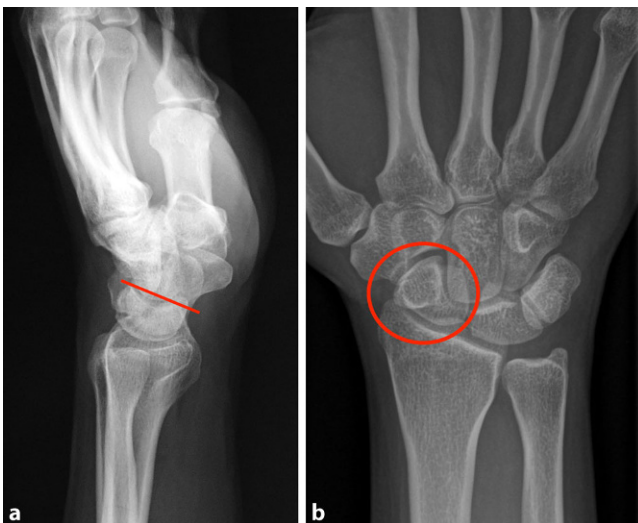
◀ a Röntgendarstellung einer „volar intercalated segment instability“ im seitlichen Strahlengang; b Ringschatten am Skaphoid bei mediokarpaler Instabilität
